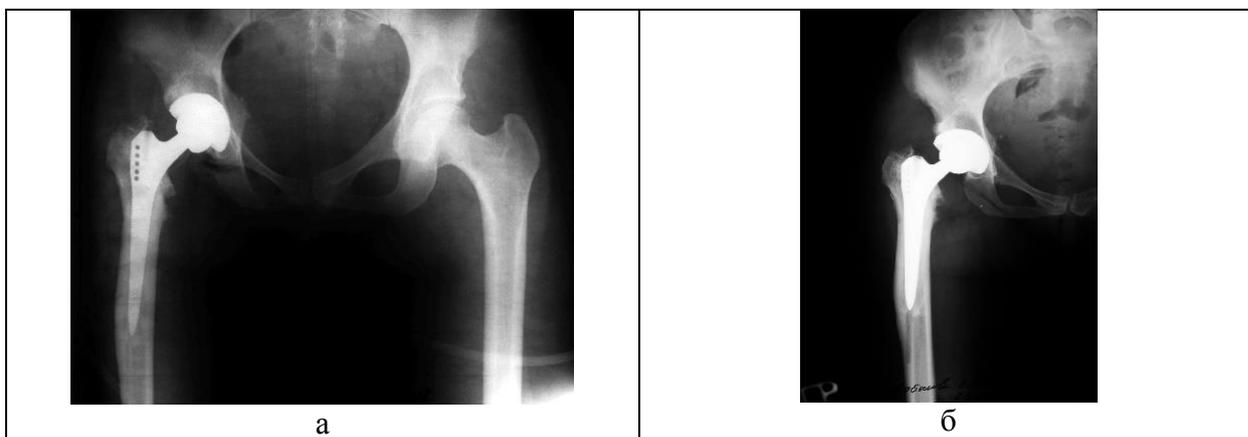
Рентгенограммы таза(а) и тазобедренного сустава (б) больной Л. 37., лет через 13 дней после операции: положение всех компонентов эндопротеза правильное, большой вертел на уровне центра ротации сустава).
